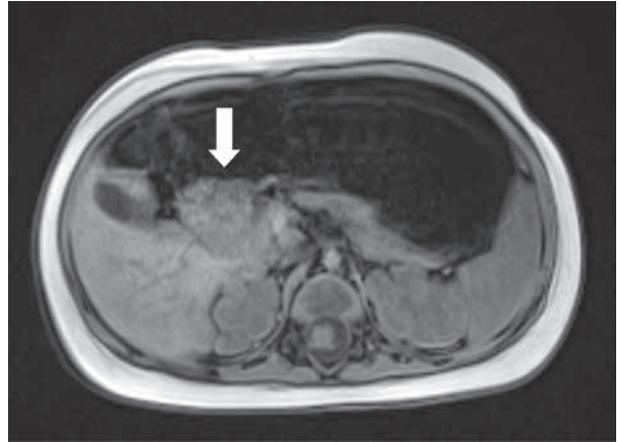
RM sugestiva de tumor miofibroblástico (secuencia T1): masa en pared anterior del píloro, isointensa respecto al parénquima hepático, sin presencia de grasa ni componente hemorrágico en su interior.
